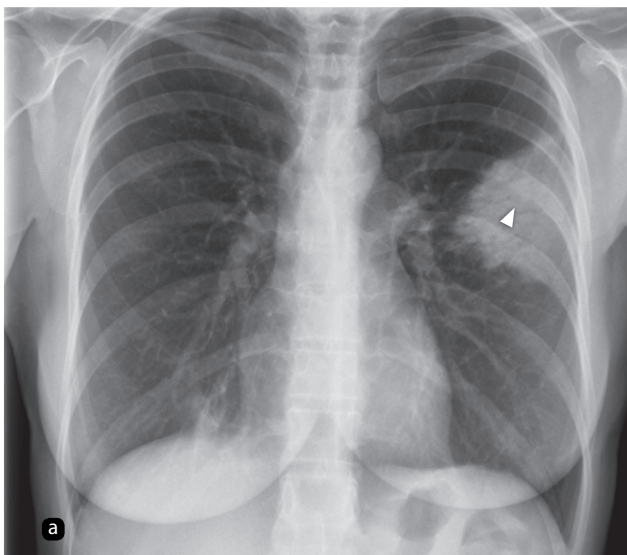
Увеличение: а — рентгенограмма органов грудной клетки. Визуализируется крупное затемнение (указано стрелкой) в верхней доле левого легкого; б — увеличение части изображения позволяет подробнее изучить детали. Нечеткие границы (А) свидетельствуют об уплотнении легочной ткани. При увеличении определяются ветвящиеся просветления в зоне поражения (Б), также свидетельствующие об уплотнении ткани (воздушная бронхограмма)
